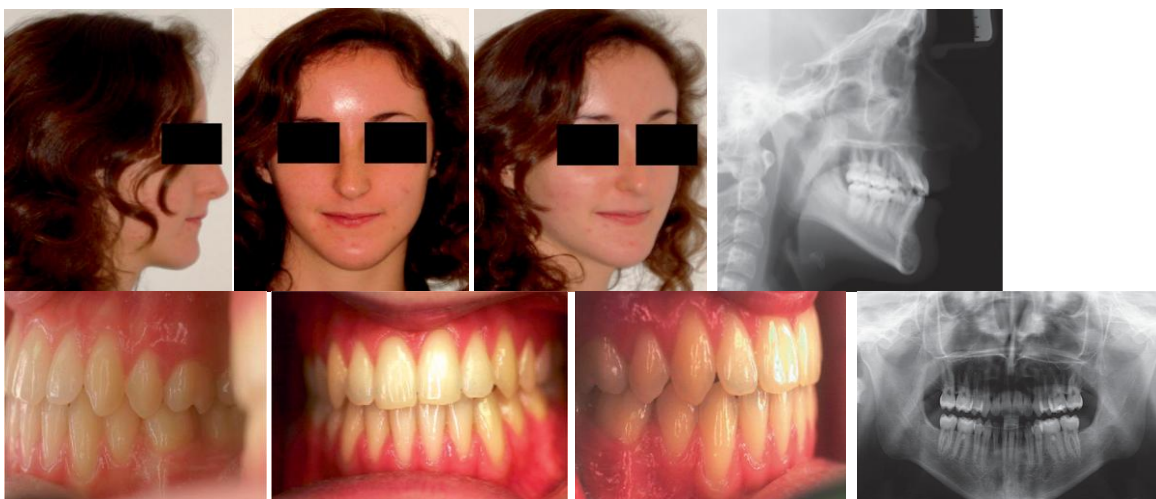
Vues exobuccales. Vues endobuccales : occlusion de classe I. Téléradiographie de profi I : réduction de la classe III squelettique et des compensations alvéolaires .Radiographie panoramique.
